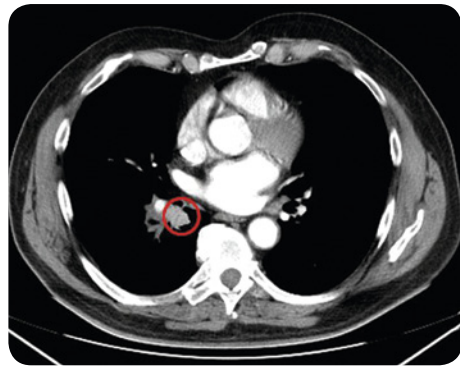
Computertomografie: Karzinoid am Eingang zum rechten Unterlappen
